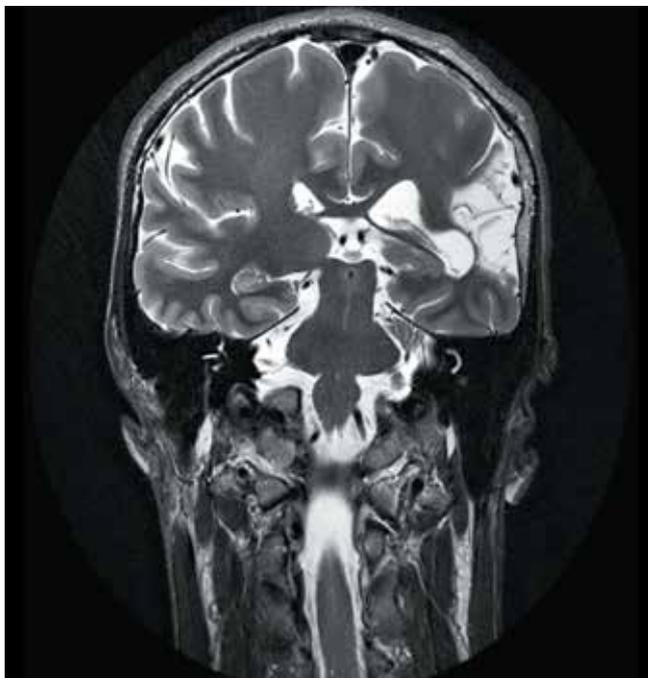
Пациентка М.А., 20 лет. Структурная фокальная эпилепсия. Магнитно-резонансная томография с высоким разрешением: на фоне умеренной диффузной кортикальной атрофии визуализируются выраженные рубцовые изменения в левой височно-теменно-затылочной области как результат перинатального поражения головного мозга
